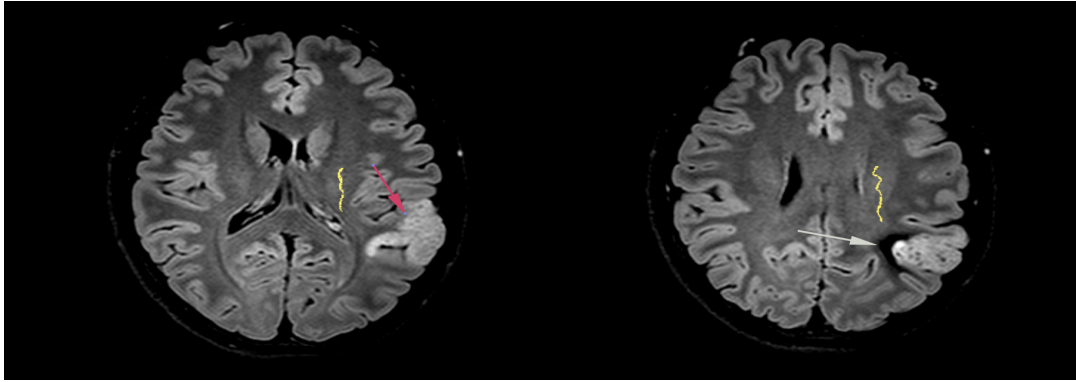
Reformatações axiais da aquisição 3D FLAIR, onde se visualiza a lesão intra axial . Na Imagem A- -Lesão com Hipersinal ( seta vermelha) situada na lobo temporal esq. Na Imagem B- Verifica-se focos de Hiposinal ( seta Branca) da lesão correspondendo possivelmente a calcificações
